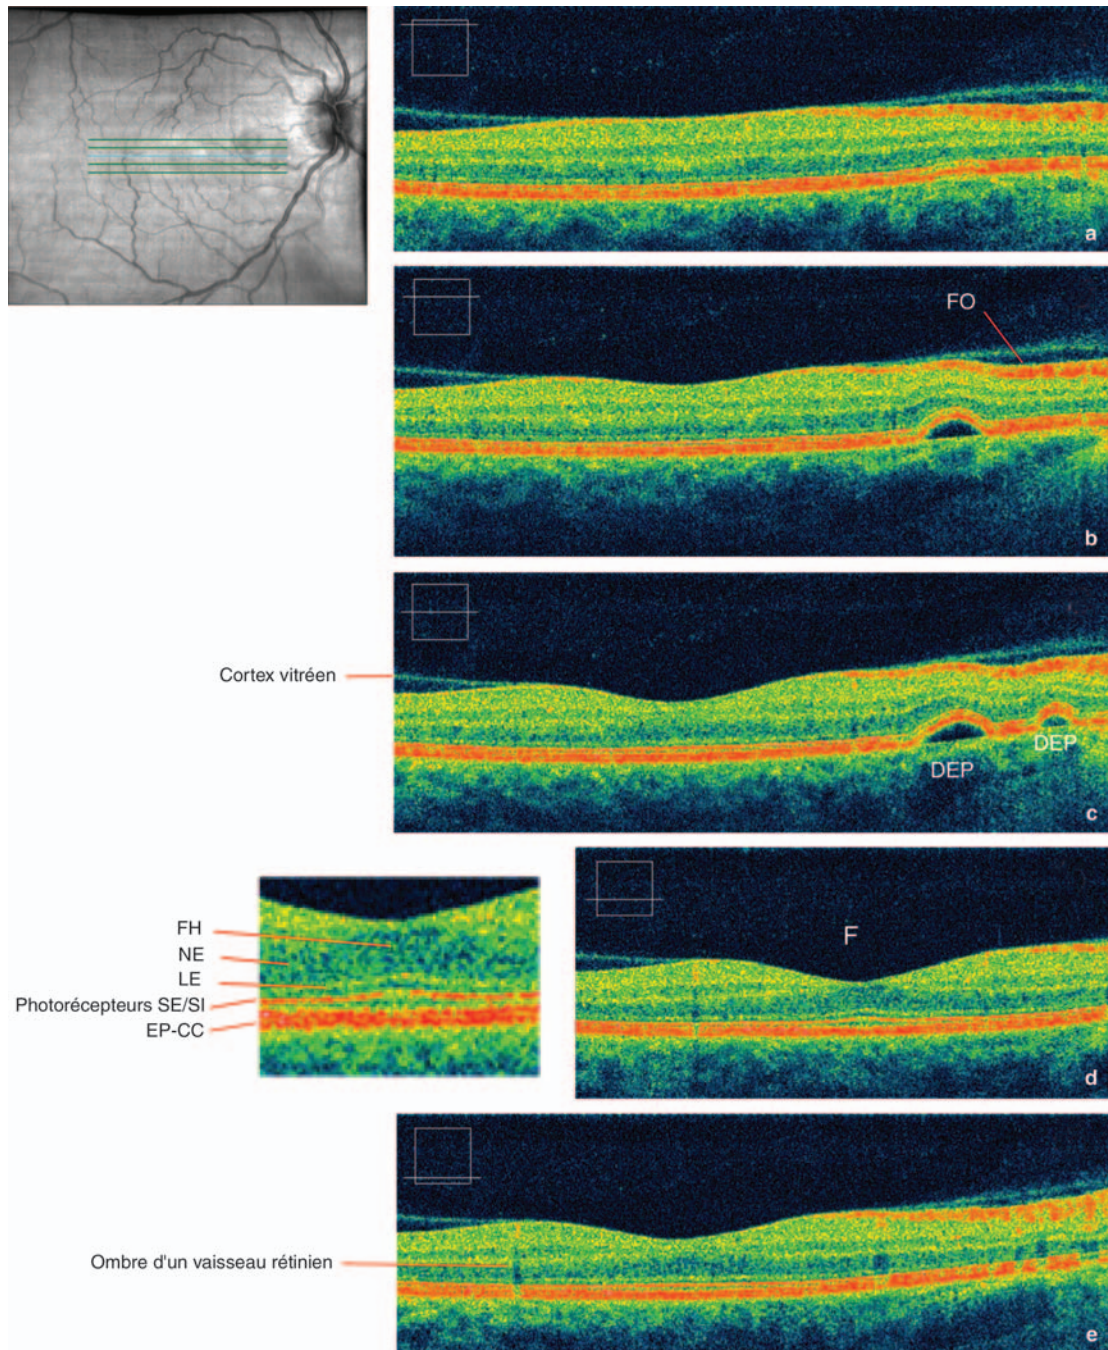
Coupes *optical coherence tomography* (OCT) de haute résolution obtenues avec le Cirrus HD-OCT™ de Carl Zeiss Meditec. Définition longitudinale de 4 000 pixels et axiale de 1 024 pixels. Cinq coupes sont obtenues simultanément en moins de 1 seconde. Dans cet exemple, il s'agit d'un décollement idiopathique de l'épithélium pigmentaire (DEP). La macula est normale. La coupe d passe exactement par le centre de la fovea (F). FO : fibres optiques ; FH : fibres de Henle ; NE : nucléaire externe ; LE : limitante externe ; EP-CC : épithélium pigmentaire et choriocapillaire. Le cortex vitréen à peine décollé est visible sur toutes les coupes. La couche des fibres optiques forme une hyperréflectivité marquée du côté papillaire. Un agrandissement sur la fovea permet de distinguer les différentes couches de la rétine et, notamment, la jonction segments externes/segments internes (SE/SI) des photorécepteurs (clichés dus à l'obligeance du docteur M.R. Wieland, MD, Northern California Retina Vitreous Associates).
